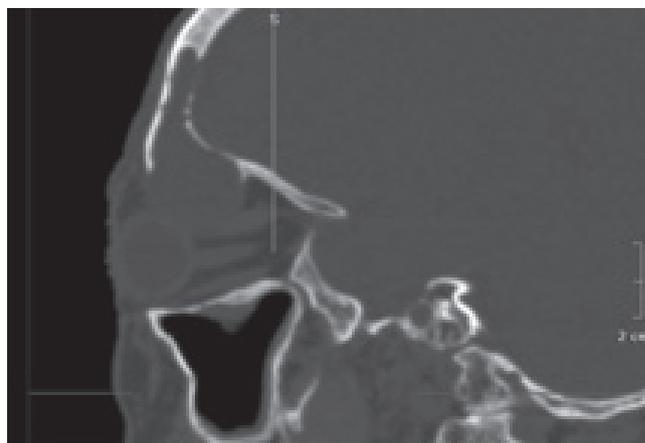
Tomografía de los senos paranasales, corte sagital en la ventana ósea, donde se observa el compromiso del techo de la órbita derecha con una masa que desplaza el globo ocular. Nótese la erosión a nivel del aspecto posterosuperior del seno frontal con pequeños secuestros óseos.
